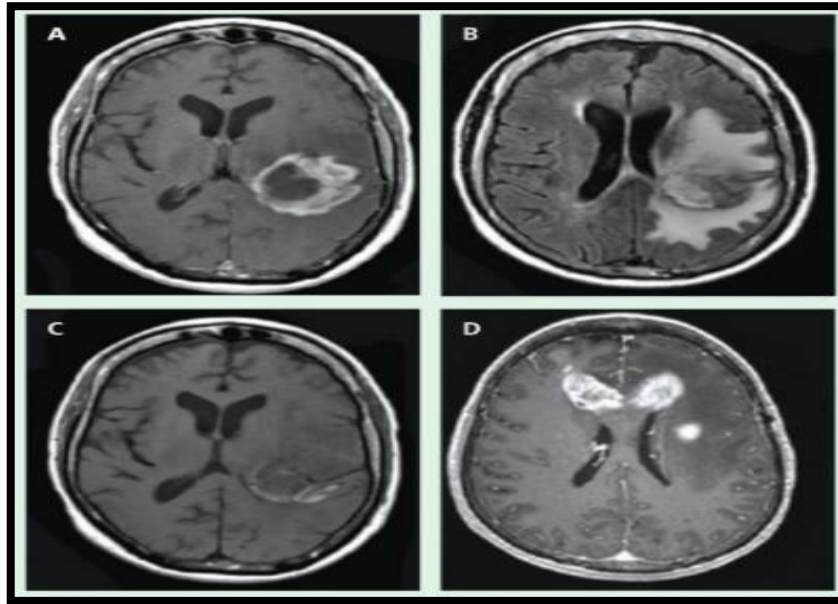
Tomografía computarizada de glioblastoma con contraste post-gadolinio. A) tumor de glioblastoma con un anillo denso; B) tumor de glioblastoma con edema vasogénico causando efectos en el ventrículo lateral; C) tumor de glioblastoma con hemorragia al margen lateral del tumor; D) enfermedad multifocal de ambos hemisferios (Davis, 2016).
